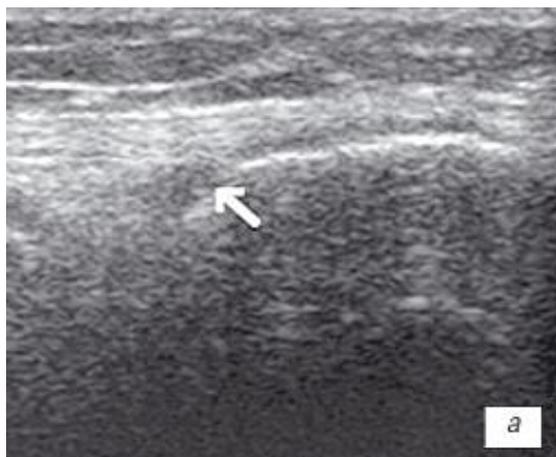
УЗИ коленного сустава (стрелка – бурсит)
